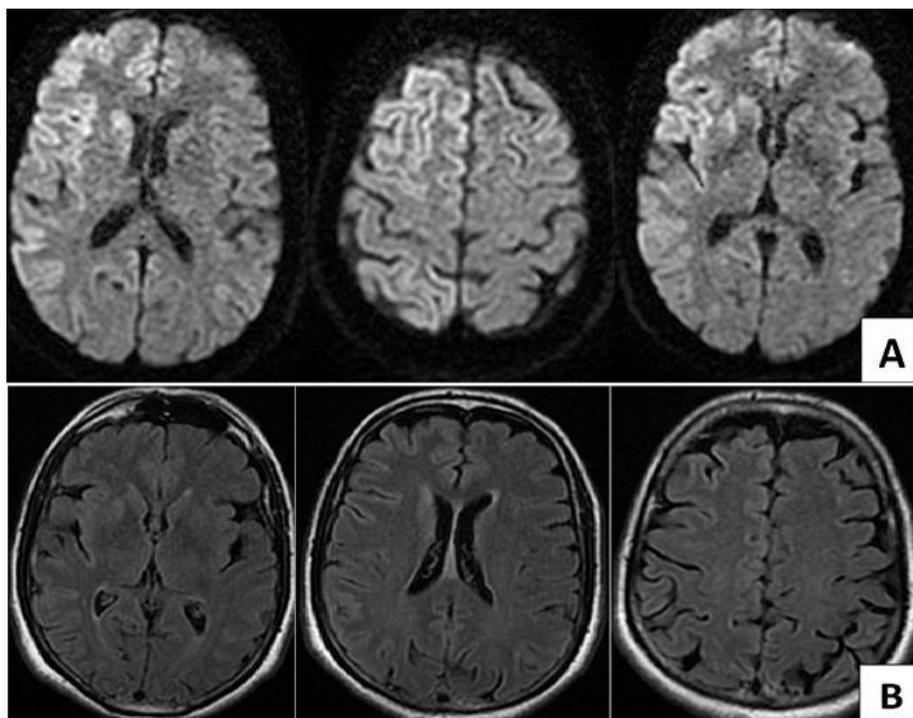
Séquence de diffusion (A) et séquence FLAIR (B) montrant un hyper signal du cortex cérébrale, des noyaux caudé et lenticulaire droits
